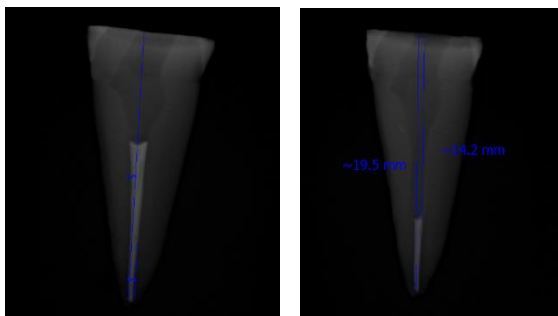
Radiografía con longitud de endodoncia y longitud de desobturación, selle de gutapercha en tercio apical.
